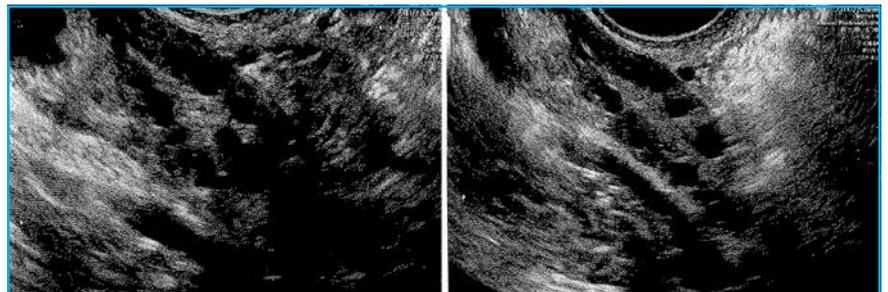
Échographie pelvienne d'un ovaire polykystique : nombreux follicules antraux répartis essentiellement de manière périphérique.
